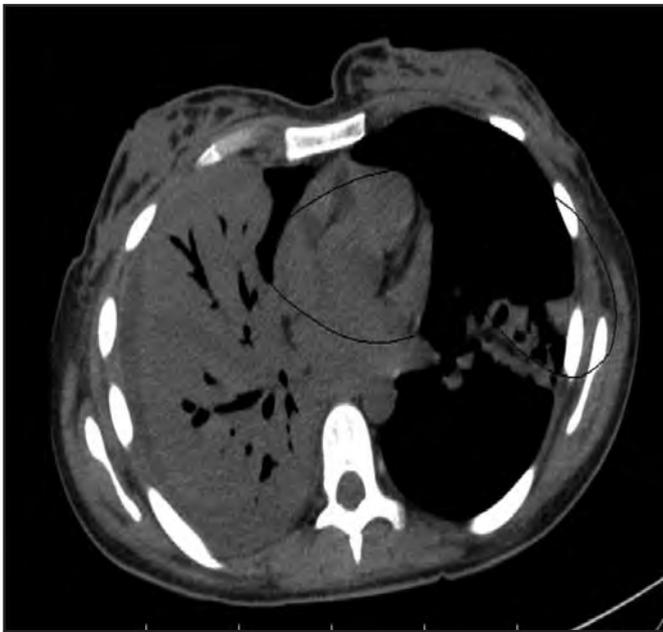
Tomografia computadorizada de tórax: consolidação com broncograma aéreo em lobo superior direito com reação cruzada em lobo superior esquerdo
